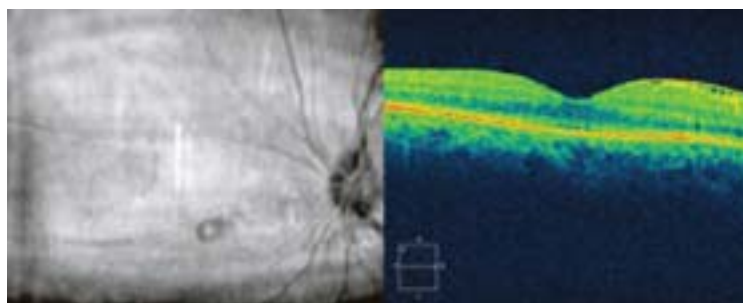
Tomografía de coherencia óptica (OCT) al finalizar tratamiento. Después de la vitrectomía y tres dosis de voriconazol, en esta tomografía de coherencia óptica del ojo izquierdo se observa disminución en micras de la lesión y datos de involución franca, con lesión residual en la cavidad vítrea sin siembras en periferia extrema y membrana epirretiniana que no involucra área foveolar
